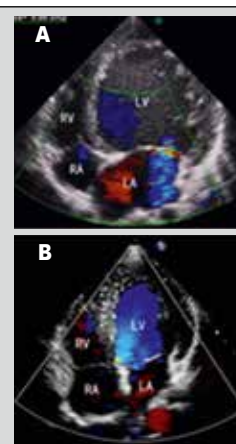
Сердце пациента с карнитин-дефицитной кардиомиопатией при трансторакальной эхокардиографии до и после терапии карнитином
